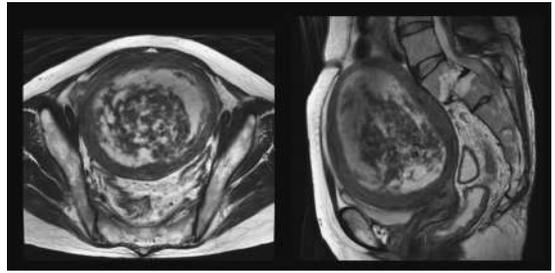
骨盤MRI・T2強調画像(左；水平断・右；矢状断) 骨盤内を占拠する13cm×9cm×11cm大の変性筋腫を認めた。岬角付近で左総腸骨静脈を圧排していた。
